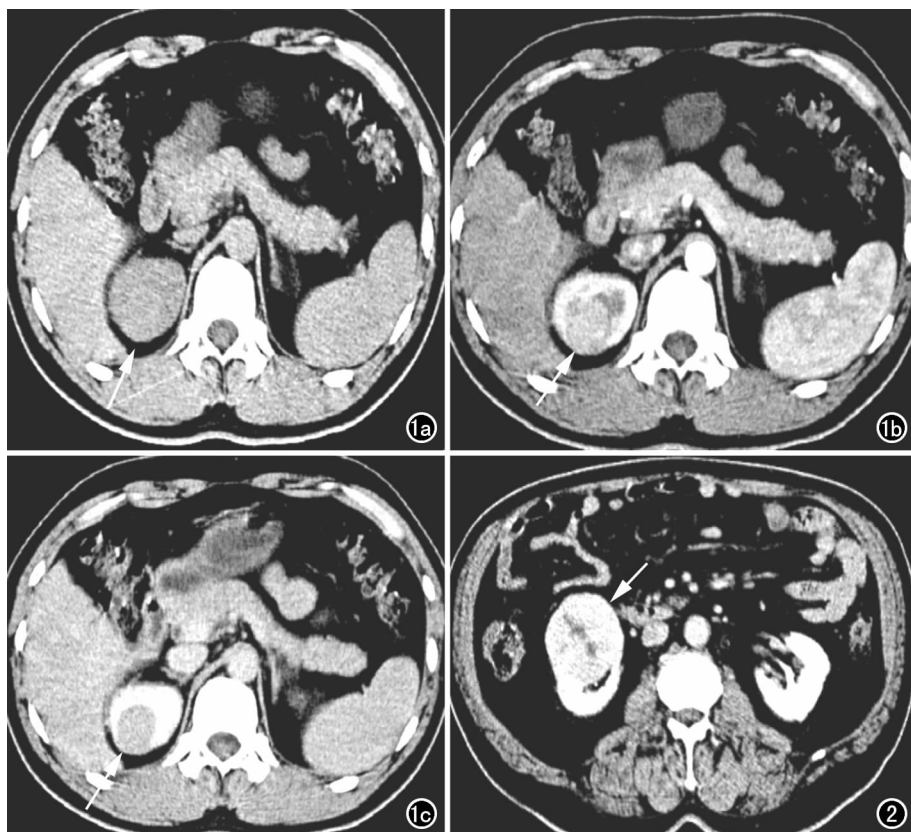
右肾上极 RO。a) CT 平扫示右肾上极稍高密度类圆形结节(箭),与正常肾实质分界不清; b) 增强扫描髓质期示病灶明显均匀强化(箭); c) 增强扫描排泄期示病灶密度低于肾实质但高于邻近肌肉密度(箭)。
